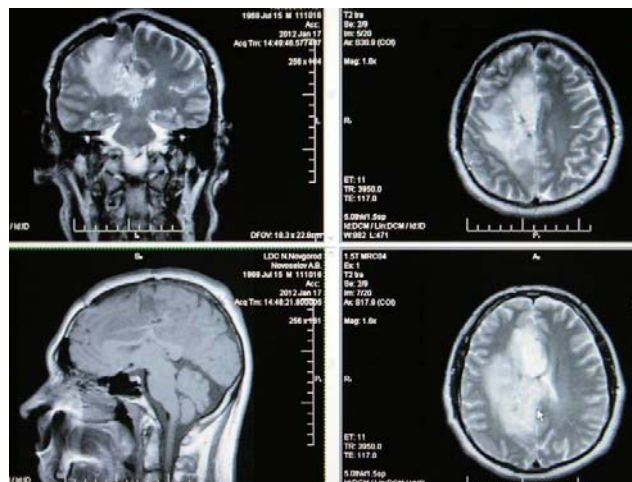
МРТ от 17.01.2012 г. МРТ картина соответствует данным МРТ от 2.12.11
